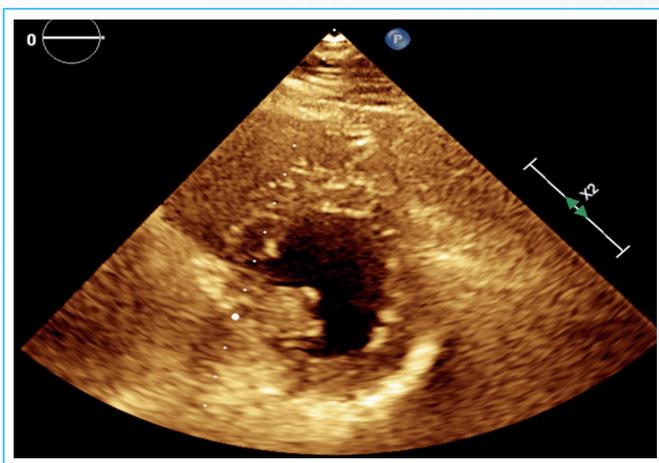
Ecocardiograma en 2D en eje paraesternal corto a nivel de músculos papilares. Se comprueba que existe un músculo papilar posteromedial único.
